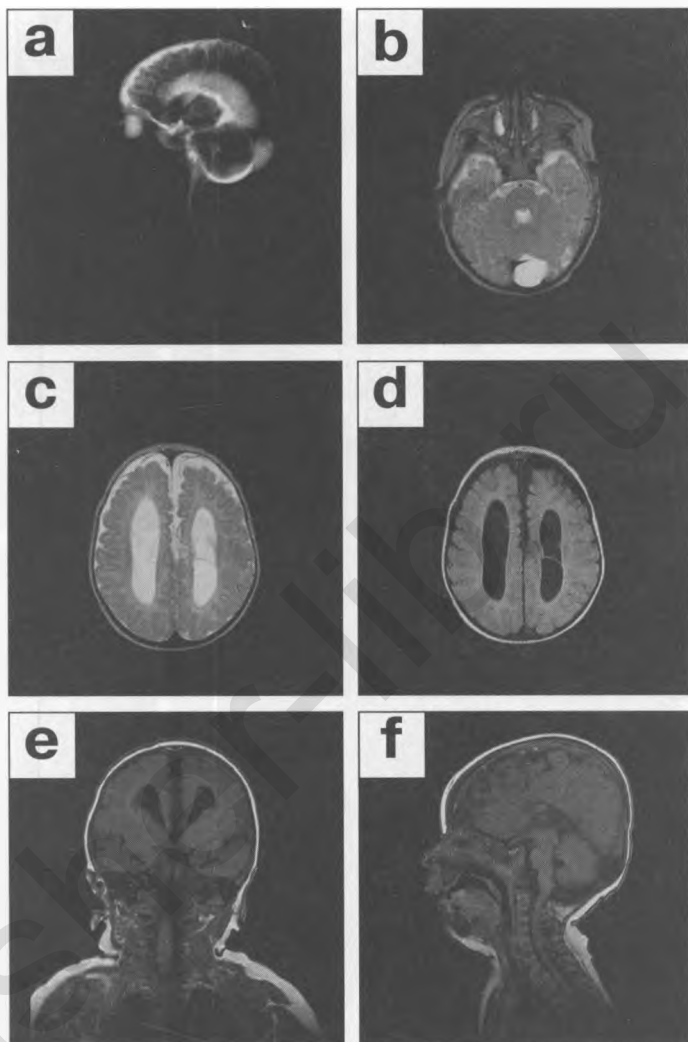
Пациент М.А., 3 месяца (последствия перенесенной внутриутробной вирусной инфекции — цитомегаловирус), кистозная трансформация головного мозга и закрытая гидроцефалия. На МР-миелограммах (а-б) отмечаются значительное расширение всех желудочков и кистозная трансформация вещества головного мозга в области подкорковых ядер. На T_2 -взвешенном изображении, полученном в импульсной последовательности TSE (с) белыми стрелками отмечены внутримозговые кисты, содержимое которых имеет вероятнее всего глиальную структуру и отличается от церебро-спинальной жидкости. Те же кисты на FLAIR T_2 -взвешенном изображении (d) и T_1 -взвешенных изображениях, полученных с помощью SE (e) и GE (f), практически не отличаются по МР-сигналу от церебро-спинальной жидкости. Вещество головного мозга деформировано и компремировано, менингеальные структуры дифференцируются.
